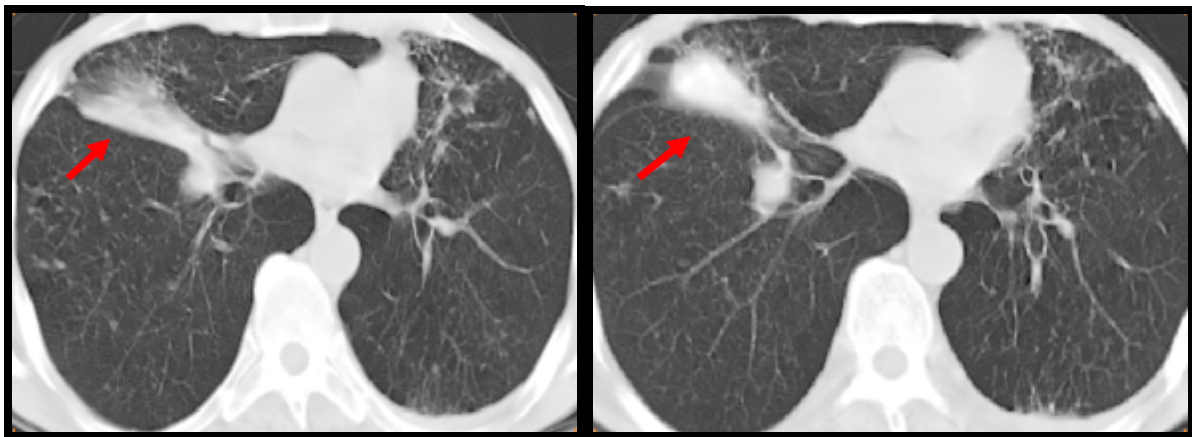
(cas N°31) : TDM thoracique, coupes axiales, fenêtre parenchymateuse
